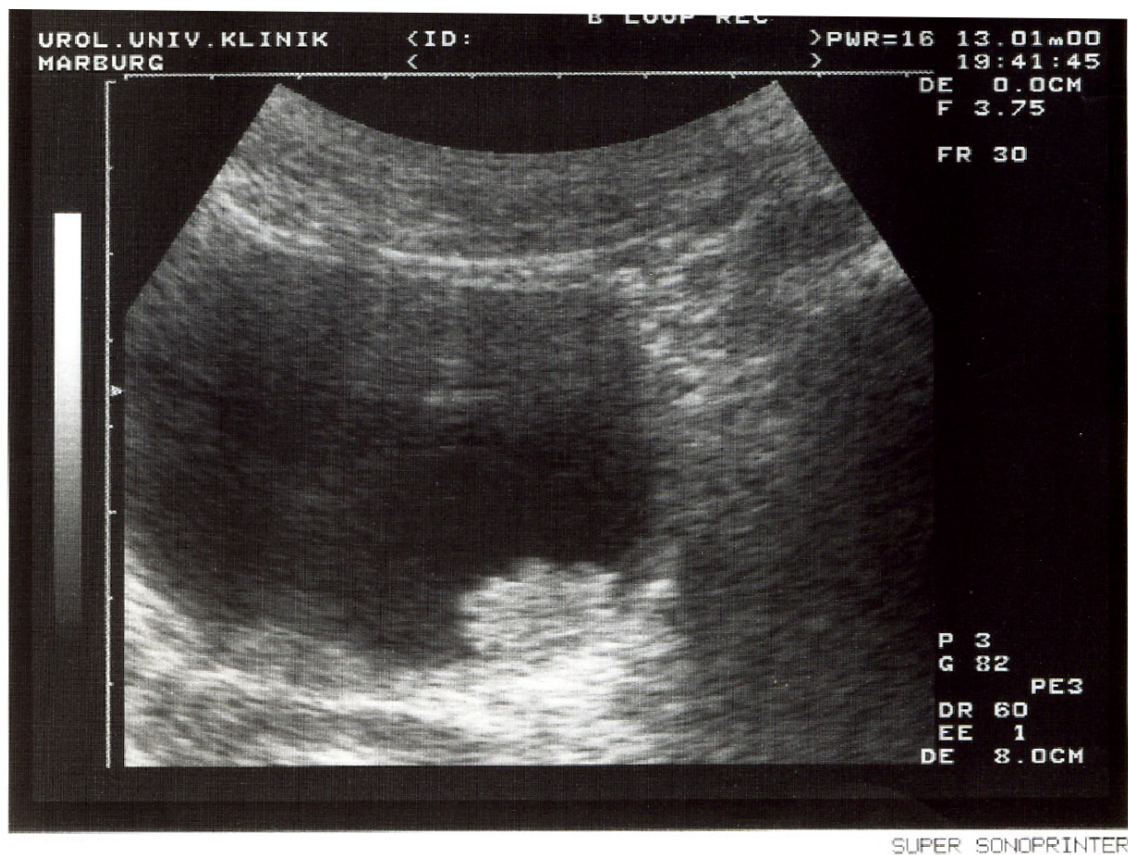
Sonographisches Bild eines Blasentumores
